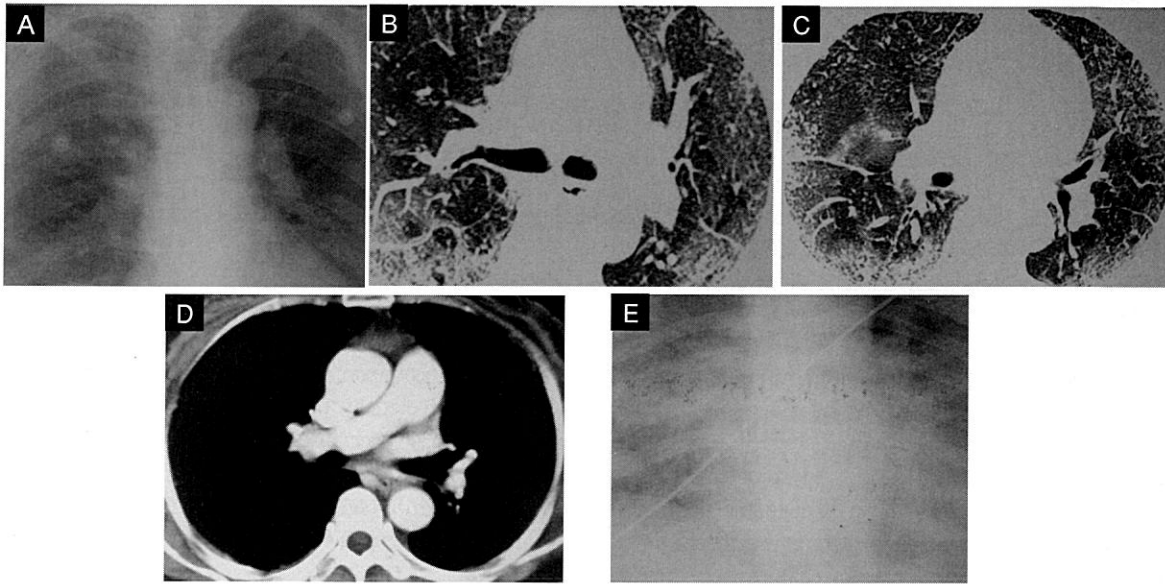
Acute pneumonitis after silicone fluid injection in 58-years-old woman. A. Initial chest radiography shows ground glass opacity and reticular density mainly in both peripheral lung zone. B, C, D. Initial CT scans obtained at the level of carina and lower lung show subpleural nodular and reticular density. In mediastinal setting with enhancement, there is no evidence for pulmonary vascular embolization. E. Followed chest radiography (3 days after admission) shows severe worsening compared to initial chest radiography.
